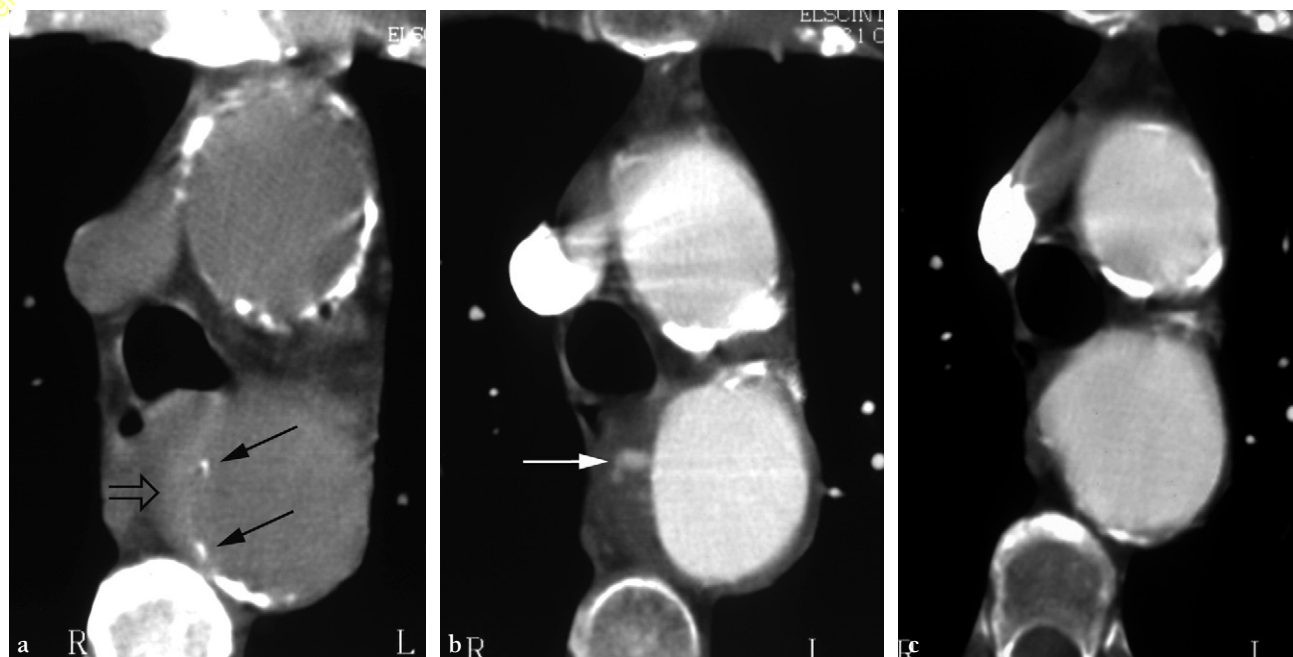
Dissection aortique sous forme d'hématome intramural, de type B de Stanford. a. TDM axiale sans injection montrant l'hématome sous forme d'un croissant hyperdense de la paroi interne de l'aorte descendante (flèche creuse) avec un déplacement des calcifications intinales (flèches). b. Après injection, l'hématome paraît hypodense sans rehaussement. On note une petite ulcération au sein de l'hématome (flèche). c. La TDM à deux ans d'évolution sous traitement antihypertenseur montre la résorption totale de l'hématome, laissant place à une ectasie localisée de l'aorte.
